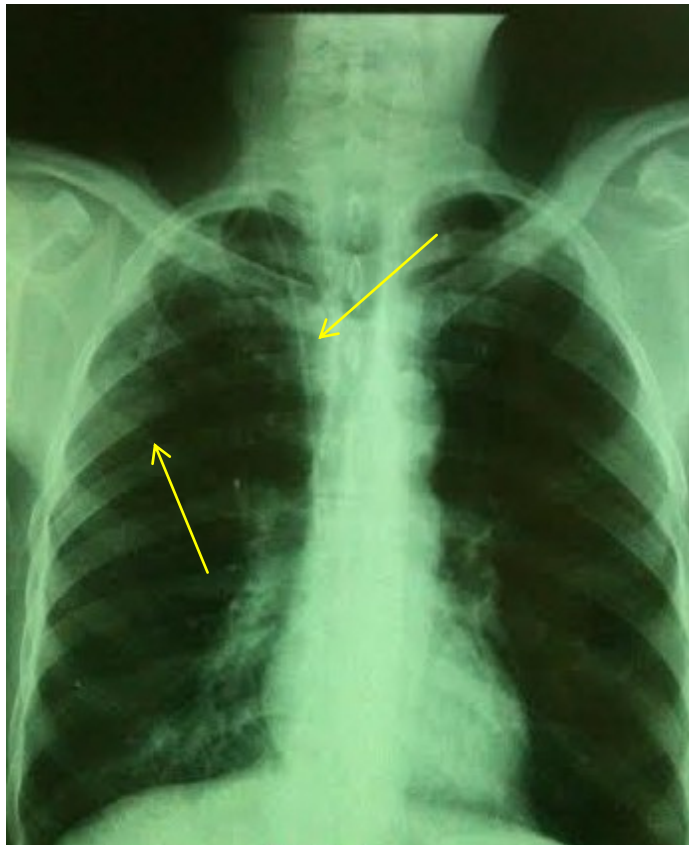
Radiographie standard thoracique de contrôle faite chez un de nos patients montrant la CCI en place
